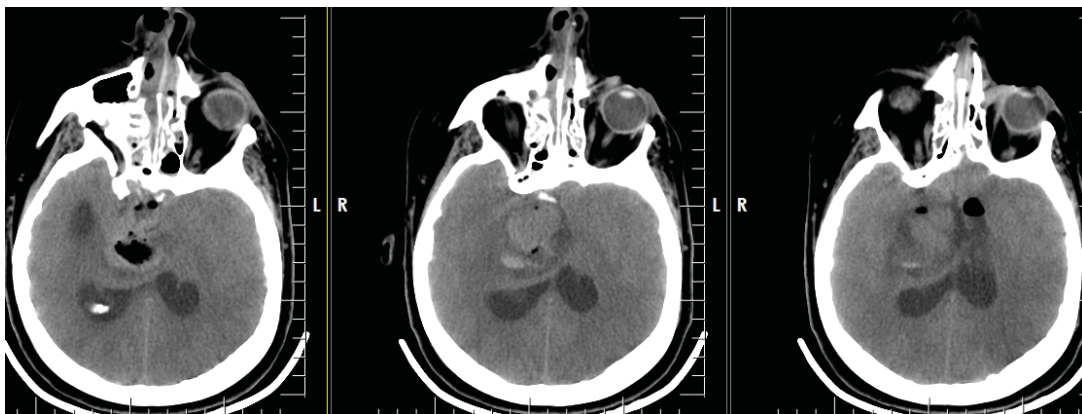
СКТ-головного мозга на 3 сутки после операции. Отмечается имbibция кровью перифокальной зоны удаленного вторичного узла.
